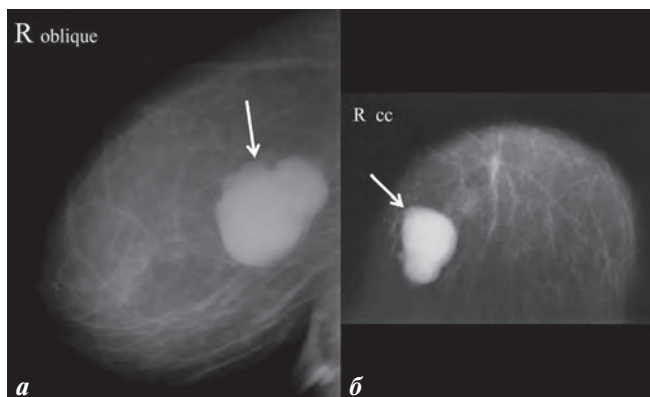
Рентгеновская маммография в косой медиолатеральной (а) и прямой краниокаудальной (б) проекциях. В верхне-наружном квадранте правой молочной железы определяется участок уплотнения овальной формы с бугристыми контурами, однородной структуры, высокой рентгенологической плотности (стрелка)
